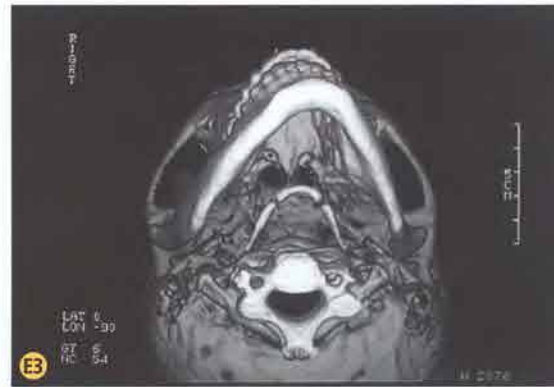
E1-E3. TC 3D al momento della presentazione clinica: la morfologia e le dimensioni dell'emi-mandibola sinistra appaiono alterate nella forma e nelle dimensioni. Ipoplasia maxillomolare sinistra. In visione assiale sono più evidenti le alterazioni morfologiche del condilo mandibolare.
